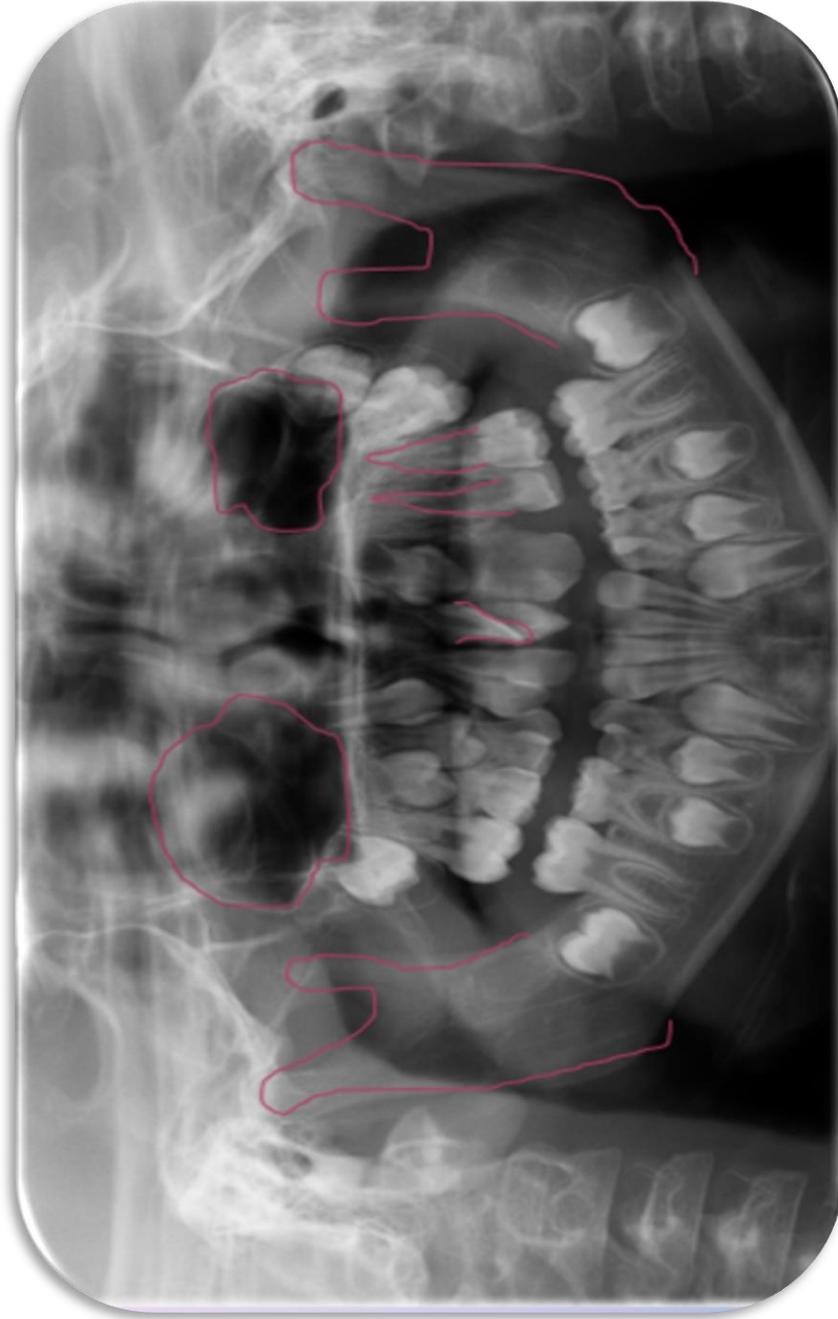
Ortopantomografía: Seno maxilar izquierdo menos neumatizado, rama mandibular izquierda más corta y ancha, OD. 21 retenido, fusión de OD. 62 y 63 con translocación, ausencia de germen 24 y 25, OD. 23 con anatomía de la corona anormal.
